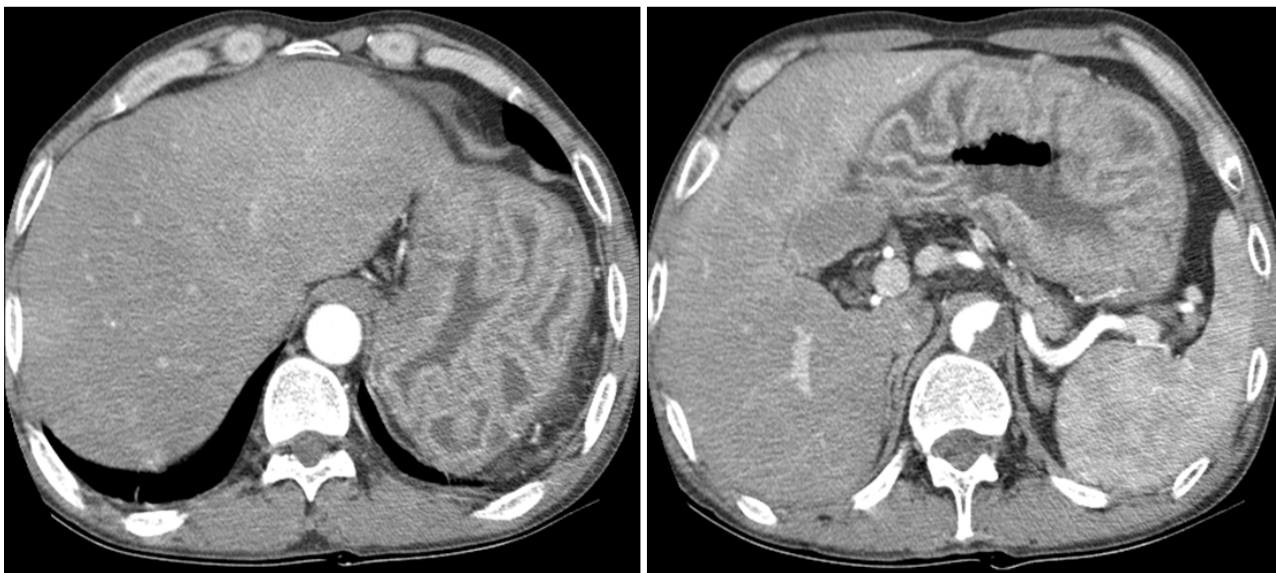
Abdomen-pelvis CT scans showed thickening of gastric mucosa and the evidence of mucosal swelling.
